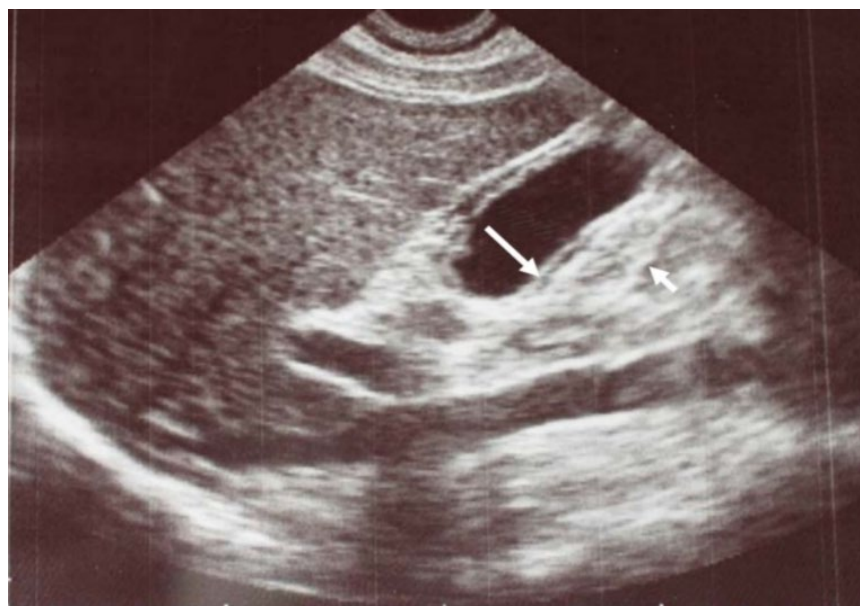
УЗИ. Острый деструктивный холецистит. Перивезикальный абсцесс
